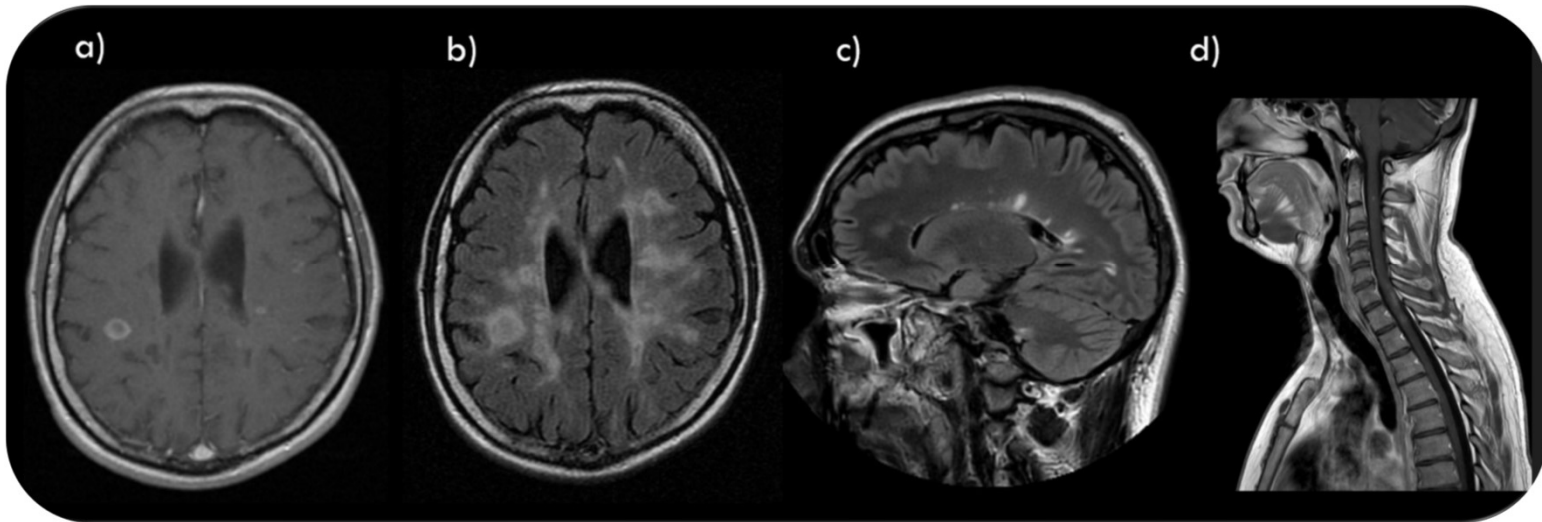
Estudios de RM de varios pacientes con esclerosis múltiple. Las imágenes a y b corresponden al mismo paciente: innumerables lesiones a nivel de la sustancia blanca de ambos hemisferios con realce anular de una lesión aguda en contexto de un brote (imágenes b y a respectivamente).
